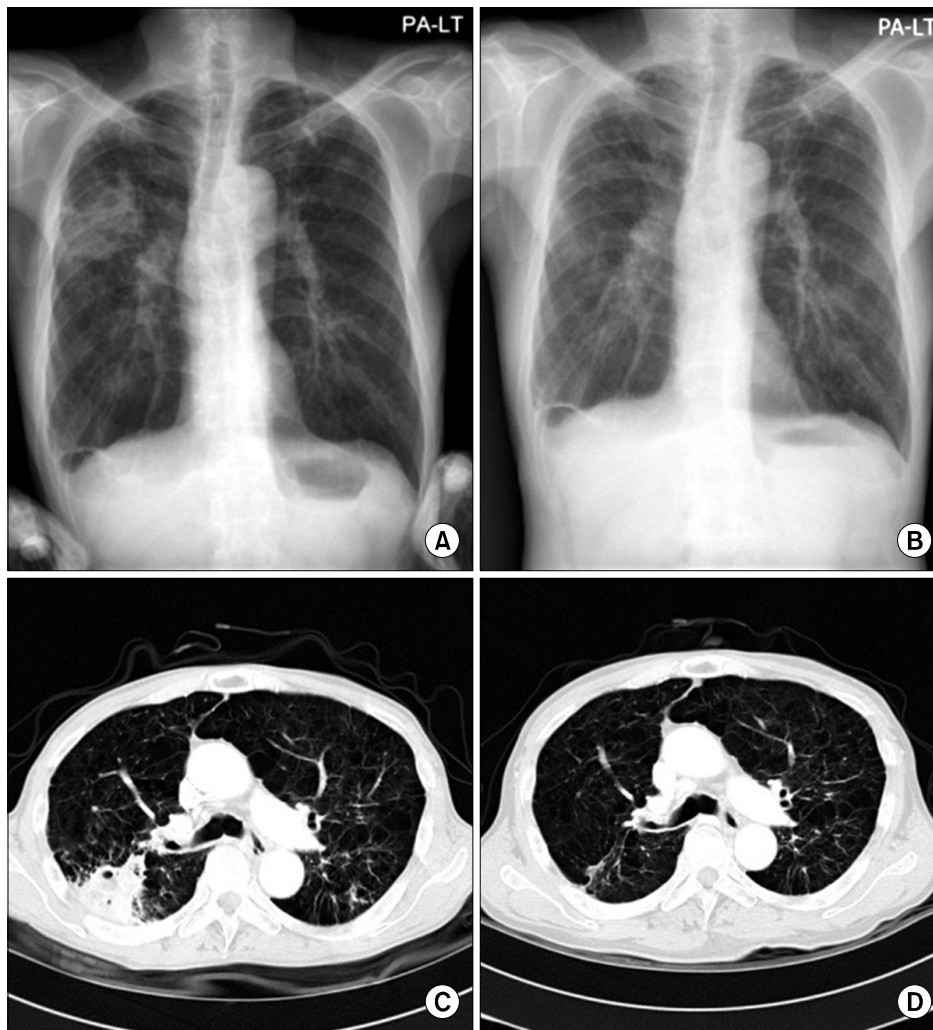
Chest radiography and chest CT during diagnosis and more than 2 months after treatments. (A, C) In a 67-year-old man patchy airspace consolidation in the superior segment of RLL was detected and confirmed lung abscess by chest CT. (B, D) Fifteen months later, the lesion is resolved except for the fibrosteaky density. CT: computed tomography.
